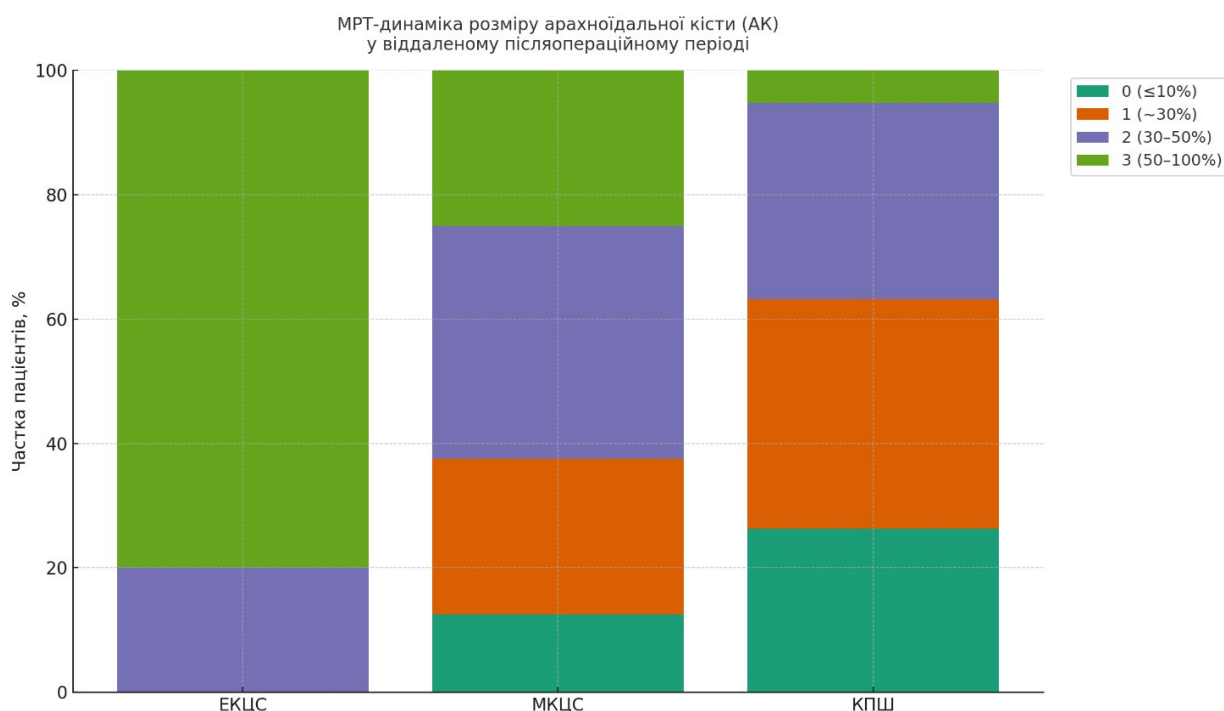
МРТ – динаміка розмірів АК середньої черепної ямки у віддаленому післяопераційному періоді.
